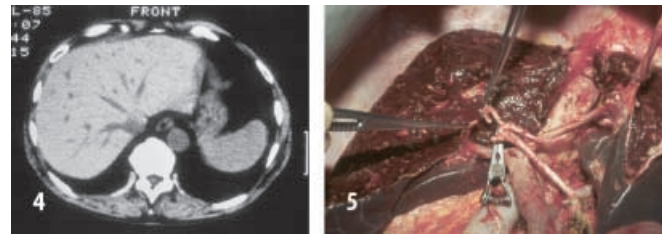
Lebervenen im CT. In nahezu sagittaler Richtung verläuft die V.umbilicalis (linke intersektorale Fissur), während die mittlere und rechte Lebervene um 45 bzw. 90 Grad nach rechts, die linke Vene um 30 Grad nach links gekippt erscheinen
